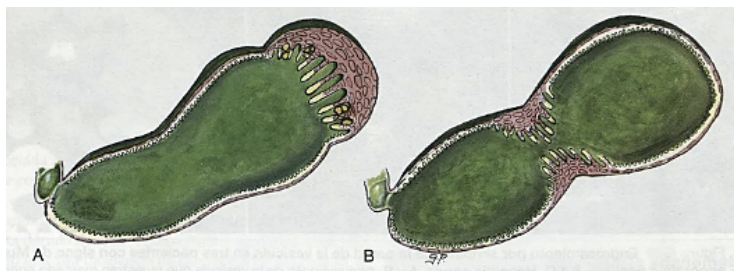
Rumack C, Wilson SR, Charboneau JW, Deborah L. Adenomiomatosis segmentaria [Imagen]. 2017. Disponible en: Diagnóstico por ecografía, 4ta edición español
